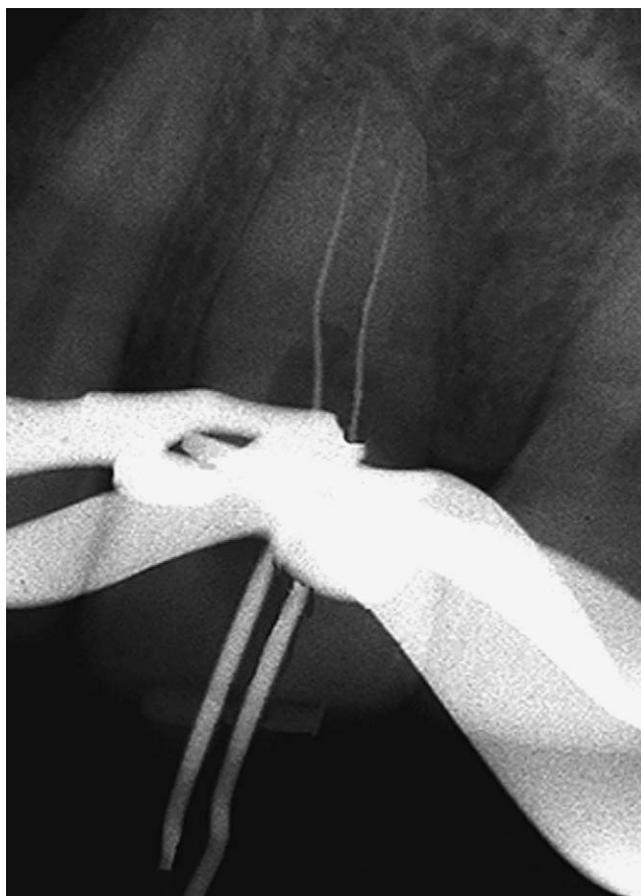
Verifica radiografica della lunghezza di lavoro.
